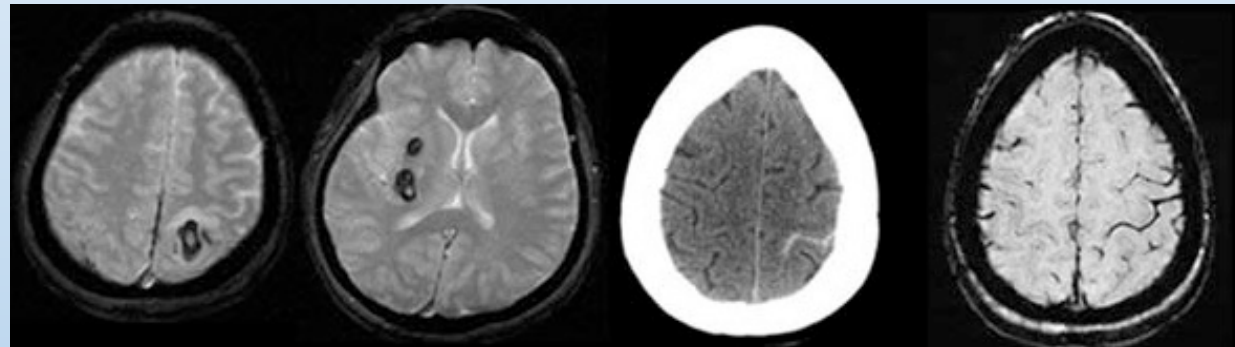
IMAGEN CEREBRAL (RM/TAC)
